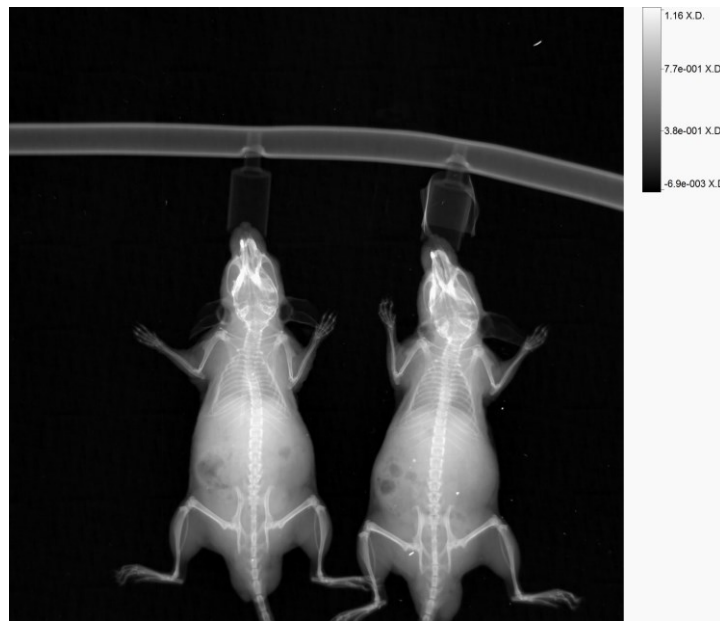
Röntgenbilder der Tiere aus Abbildung 41, erzeugt unter Verwendung des In Vivo Xtreme Systems 1 h p.i. der AuNP-Kontrastmittel
